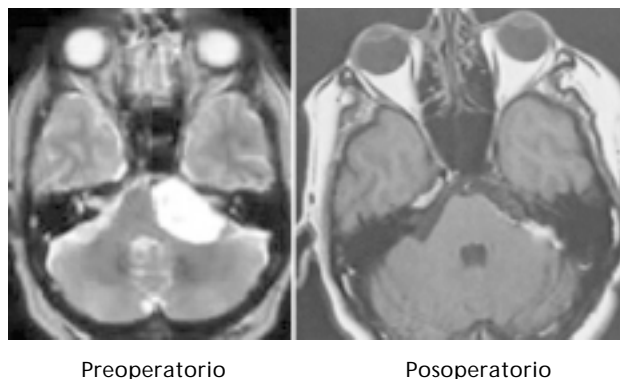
Imagen de resonancia magnética de un paciente portador de un meningioma del ángulo pontocerebeloso, resecado por un abordaje retrosigmoideo transmeatal. Estudio preoperatorio de resonancia magnética (RM) - T2, donde se observa lesión tumoral de 4 cm, hiperintensa que ocupa el ángulo pontocerebeloso izquierdo. En la imagen postoperatoria RM-T1, se observa la resección total del tumor.
